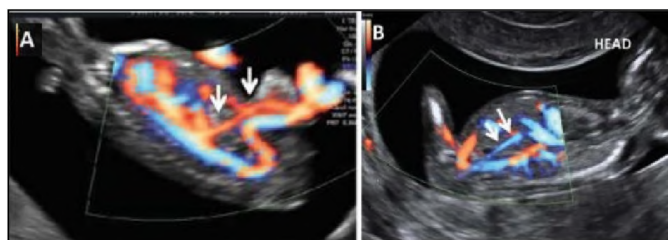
Eco-Doppler fetal de AMS (flechas) A. AMS dirigiéndose hacia la base del cordón umbilical. B. AMS con flujo y trayectoria en dirección craneal. Imagen modificada de ²⁸
